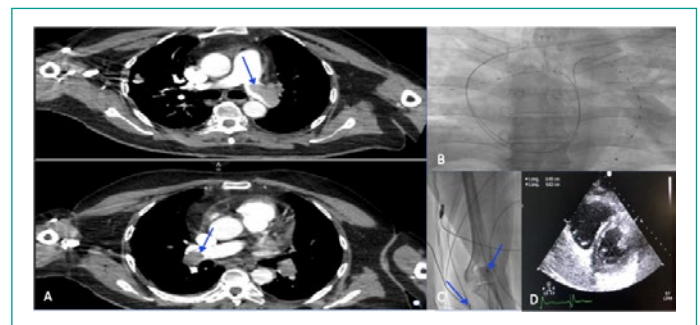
A. Angiotomografía pulmonar que muestra defecto de llenado compatible con embolia pulmonar submasiva bilateral (flechas color azul). B. Catéter de sistema ultrasónico endovascular en ambas arterias pulmonares. C. Accesos vasculares de ambos catéteres por introductor Slender 6 Fr, vena basilíca y cefálica (flechas color azul). D. Vista eje corto paraesternal de ecocardiograma previo a trombolisis donde se observa el aplanamiento del septum interventricular por sobrecarga de presión ventricular derecha.
